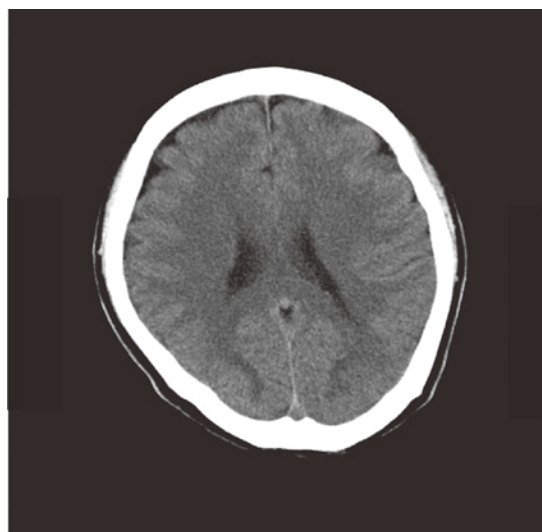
Plain head CT scan
